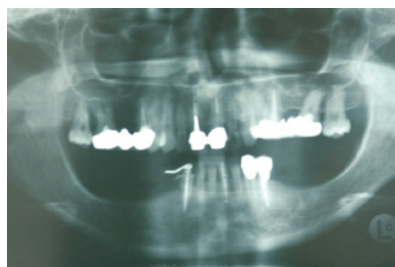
Ortopantomografia del paziente. È presente un'atrofia mandibolare bilaterale. Si presenterà il trattamento del lato destro.
